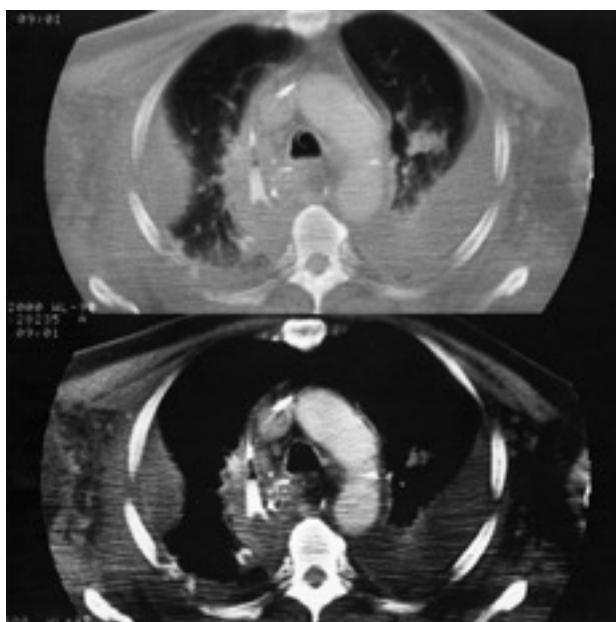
TC torácica en la que se observan colecciones pleurales bilaterales de carácter quiloso.
